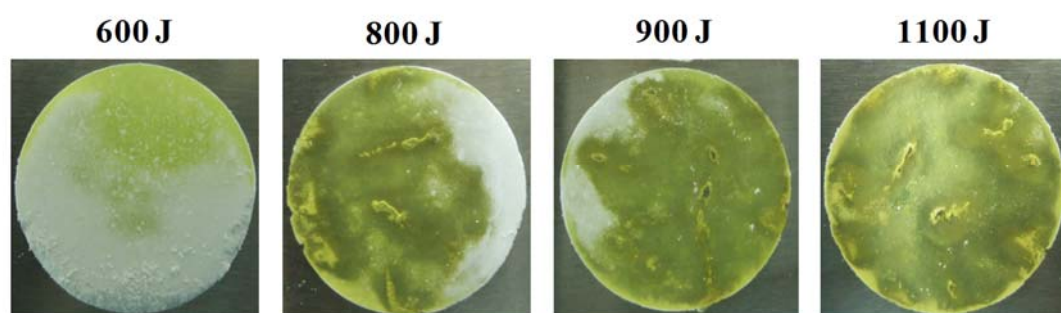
Appearances of IMC-PVP (1:3) mixtures ultrasound compacted by 600, 800, 900 and 1100 J.
